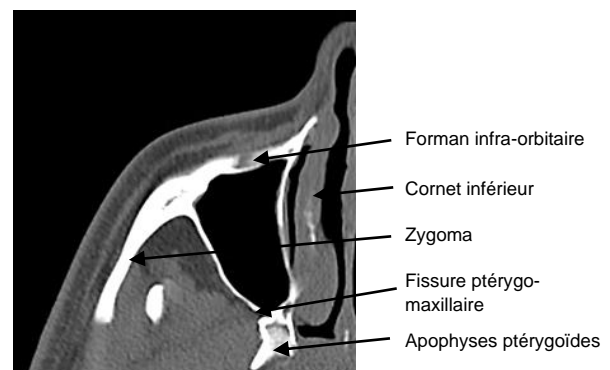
TDM en coupe axiale passant dans le plan du foramen infra-orbitaire, du plancher orbitaire et des apophyses ptérygoïdes
